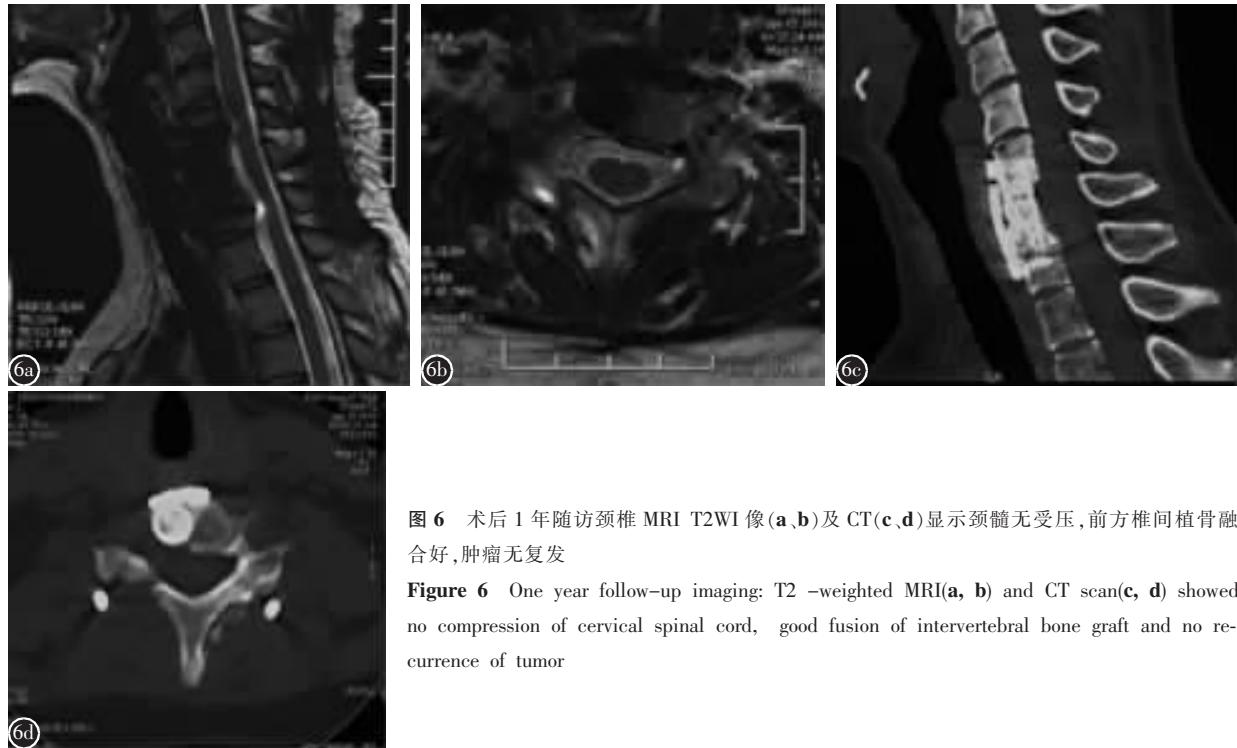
术后1年随访颈椎MRI T2WI像(a,b)及CT(c,d)显示颈髓无受压,前方椎间植骨融合好,肿瘤无复发
